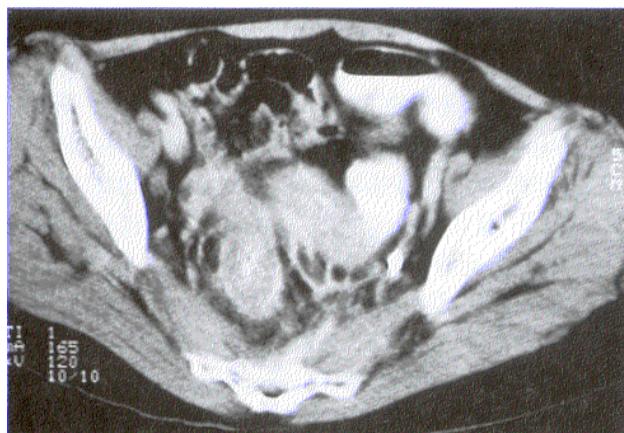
Abdominal CT scan shows diffuse wall thickening with luminal narrowing of rectum extending to sigmoid colon with pericolic fat infiltration.
